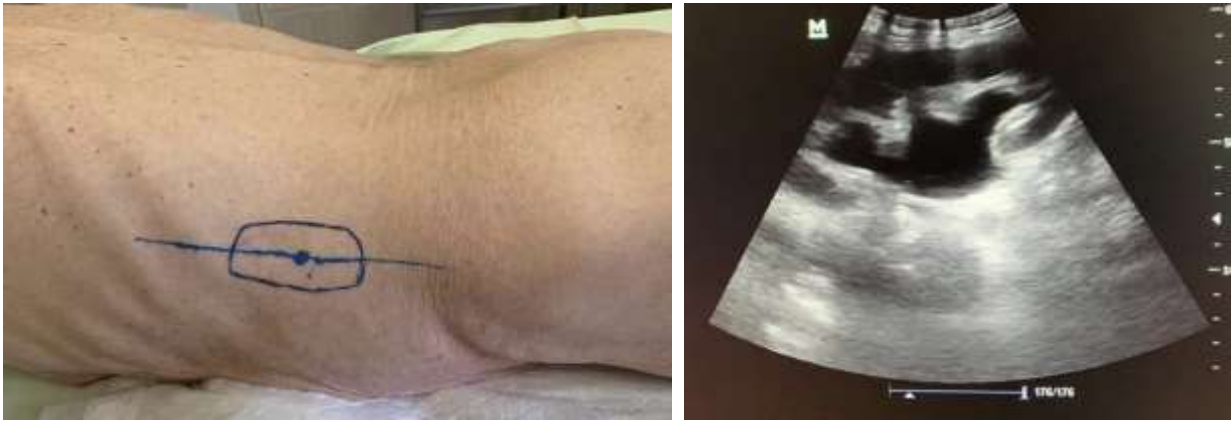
Выполнение УЗИ почки при продольном расположении датчика
